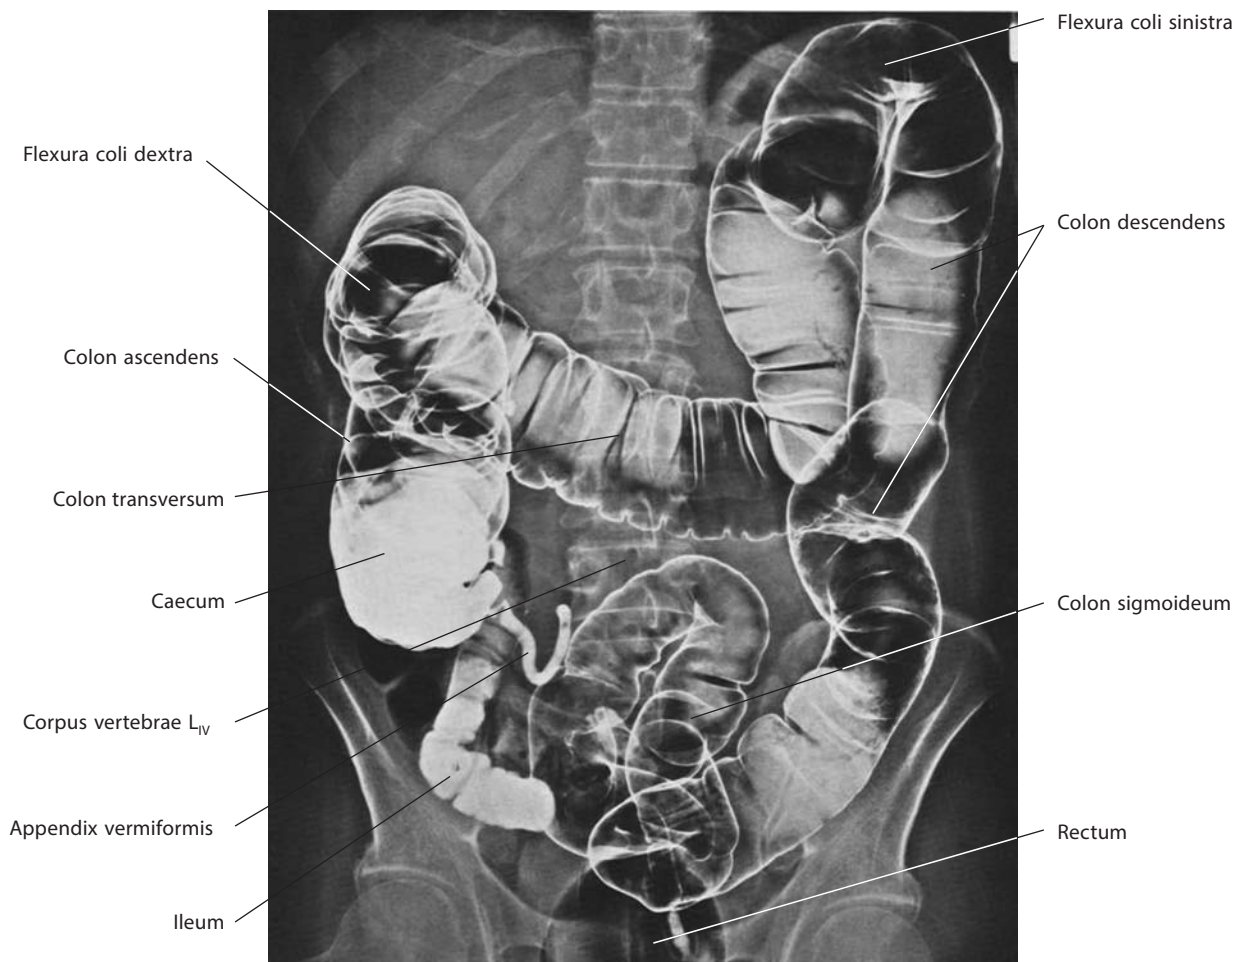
Толстая кишка, *intestinum crassum* (рентгенограмма)
